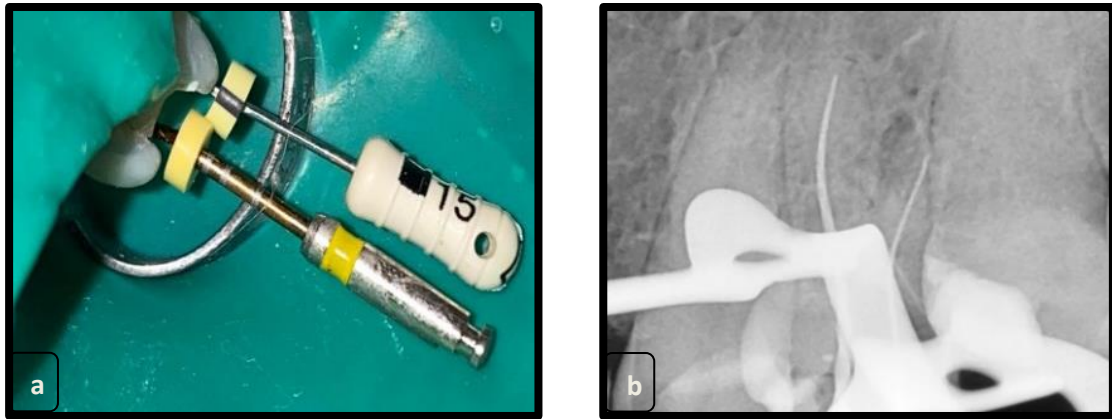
(a) Preparación del conducto vestibular para conductometría con lima K-file #15; (b) Rx periapical de la conductometría del conducto vestibular en 16.5mm. (fuente: del propio autor)
